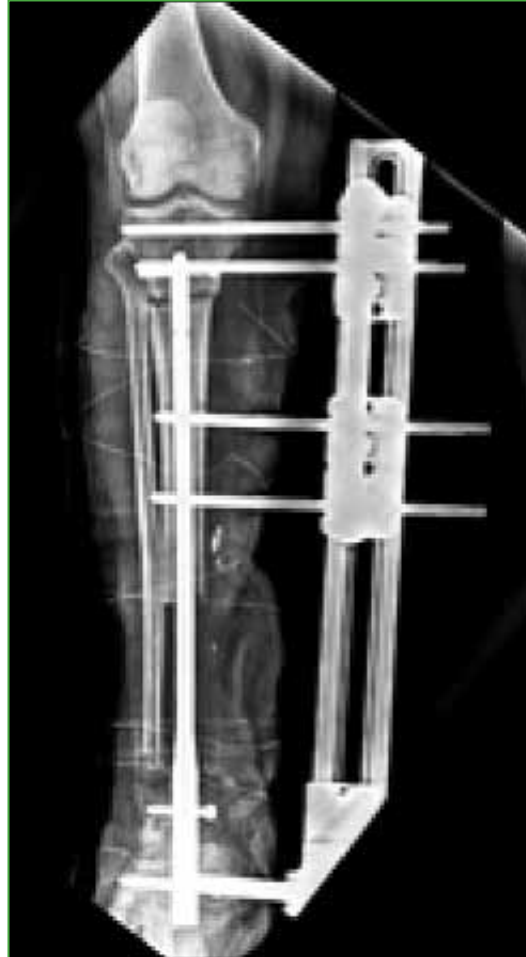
Radiografía de tibia y peroné derechos, de frente. Se observa un defecto diafisometafisario tratado con transporte mediante fijador externo monoplanar y osteosíntesis endomedular.
